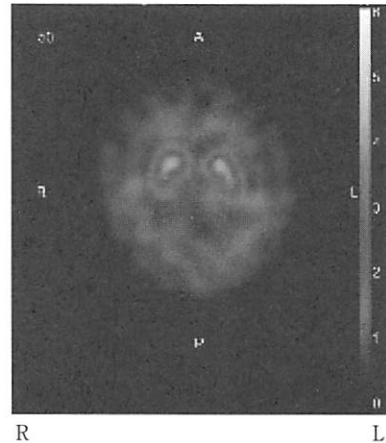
$[^{123}\text{I}]$ -ioflupane SPECT (DaTSCAN)
